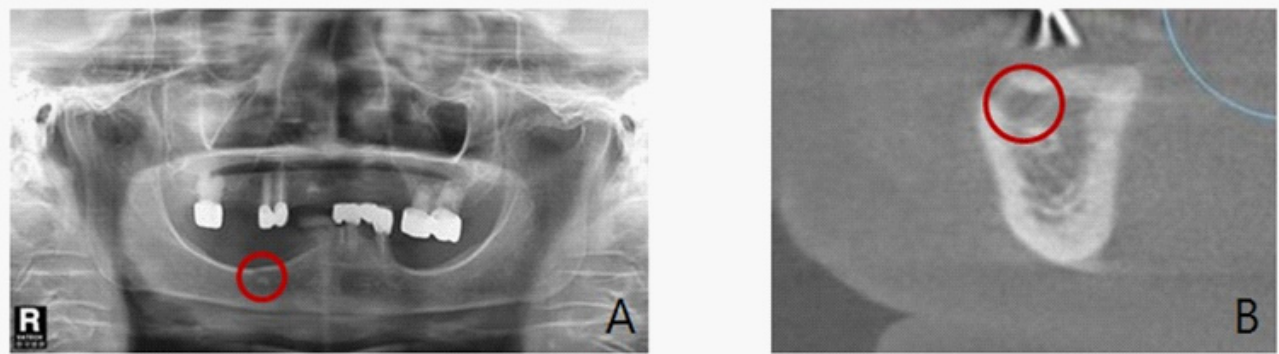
초진시 방사선 사진. 하악 양측 치조골이 심하게 흡수되었다. 하악 우측 치조골에서 이공이 치조정에 근접한 모습이 관찰된다. (A,B)
